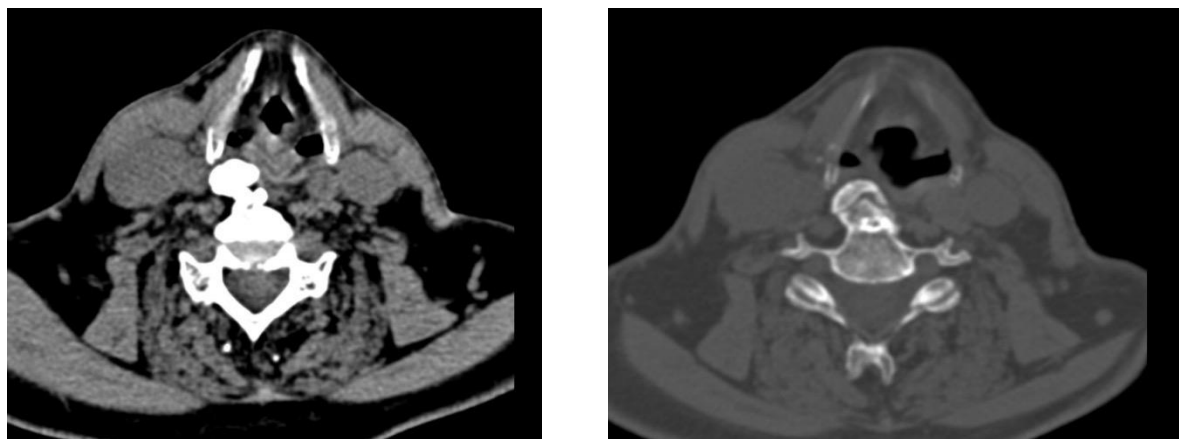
Компьютерная томография шеи. Массивные остеофиты в области C4-C7.
